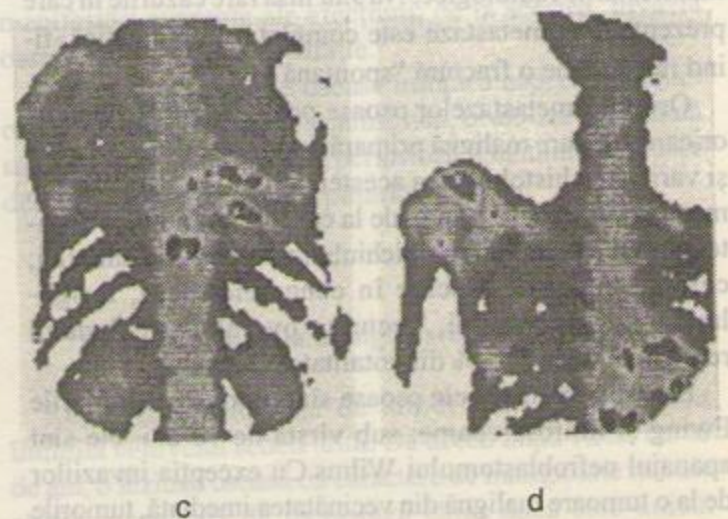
Metastaze osoase multiple ale unui cancer renal (scintigrafie de proiecție cu Tc 99m HMDP). a: bazin (anterior); b: oase femurale (anterior); c: coloană dorsală și grilaj costal (posterior); d: articulația scapulo-humerală stînga (posterior).
